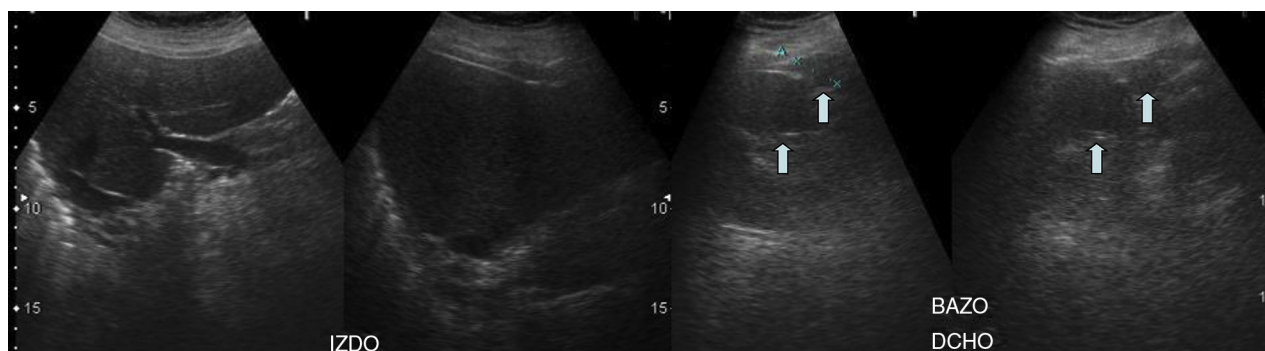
Ecografía abdominal. Hígado en el lado izquierdo y múltiples bazos en el lado derecho (policesplenía, marcada con flechas).
